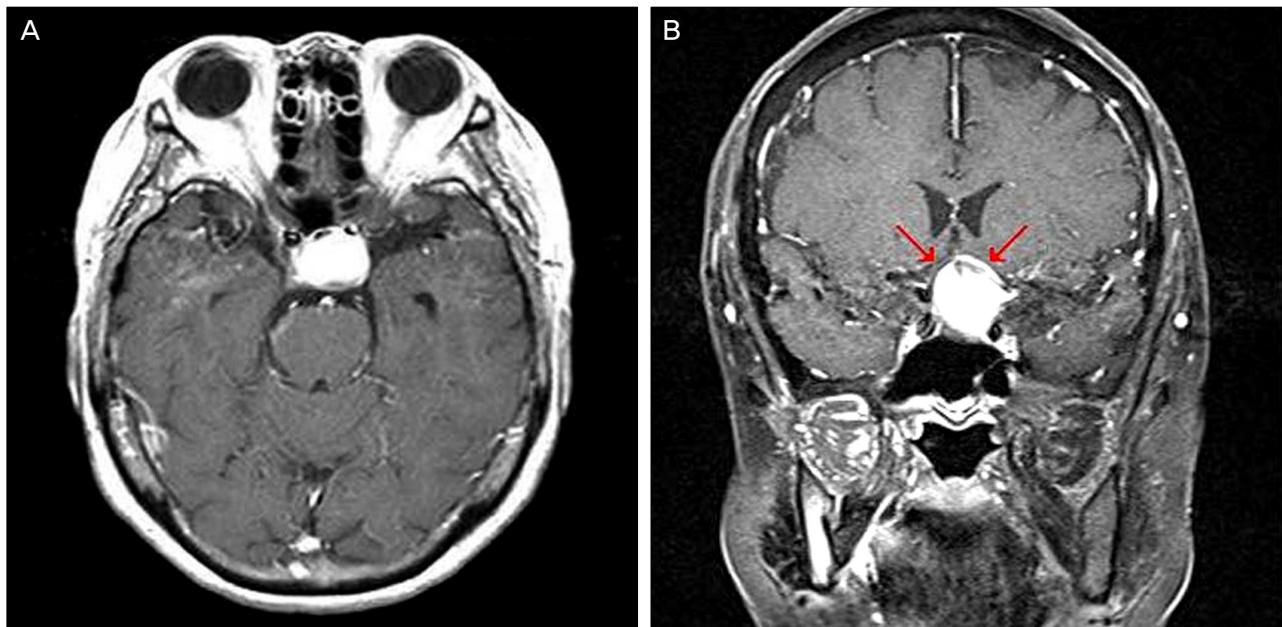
MR image of both horizontal section and coronal section. (A) MR images shows abnormal signal on horizontal section (arrow). (B) MR images shows abnormal signal compressing the optic chiasm (arrow) on coronal section.
